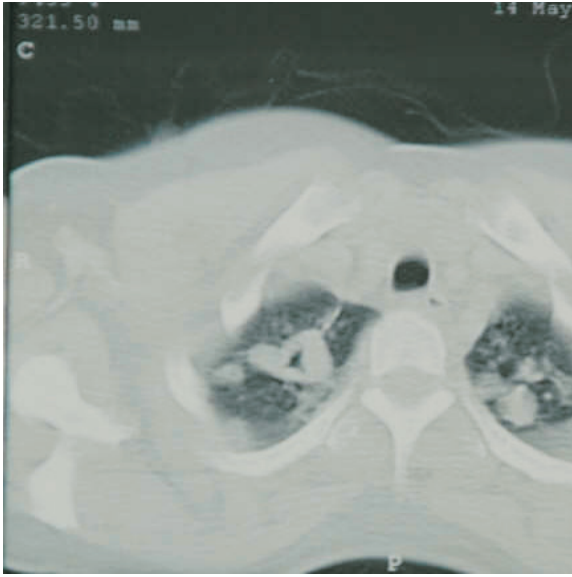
Akciğer BT'de sağda 2 cm çapında kaviter lezyon ile sol akciğer apikal segmentte nodüler görünümde, çevresinde spikülasyonlar gözlenen lezyon mevcut.
